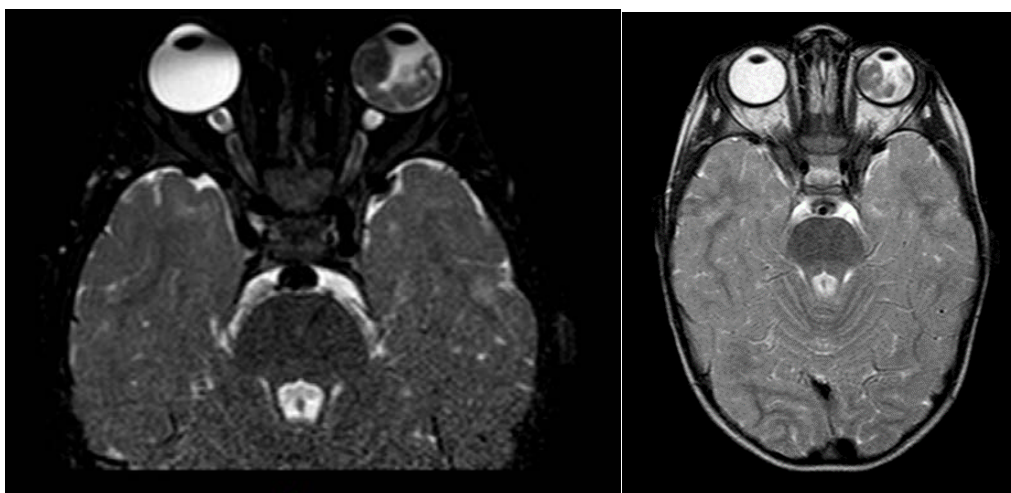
Imagem de RM de órbita com volumoso tumor em olho E e sem comprometimento do nervo óptico.
